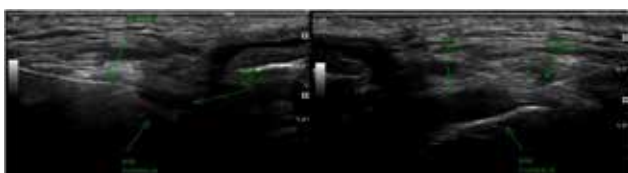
Imagem de ultrassonografia da articulação temporomandibular esquerda obtida com transdutor paralelo ao arco zigomático. A agulha é colocada de anterior para posterior, tangenciando a extremidade do côndilo mandibular e perfurando a cápsula articular nesse local. Durante a injeção do ácido hialurônico é possível observar a distensão da cápsula articular (seta líquido), confirmando o posicionamento adequado da agulha.
